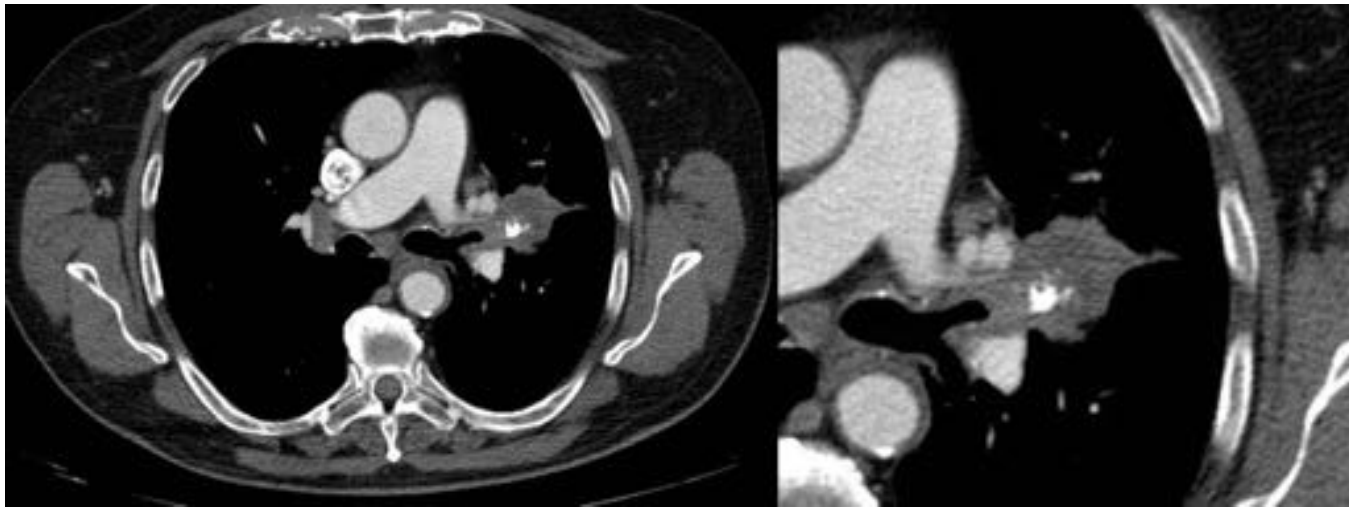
Varón de 76 años con Ca de pulmón. TC de tórax: se observa una masa en región parahiliar izquierda en la bifurcación de los bronquios del segmento anterior y apicoposterior de LSI a los que disminuye de calibre, presenta bordes espiculados. Se observan áreas de necrosis y calcificaciones groseras en su interior de localización periférica.
